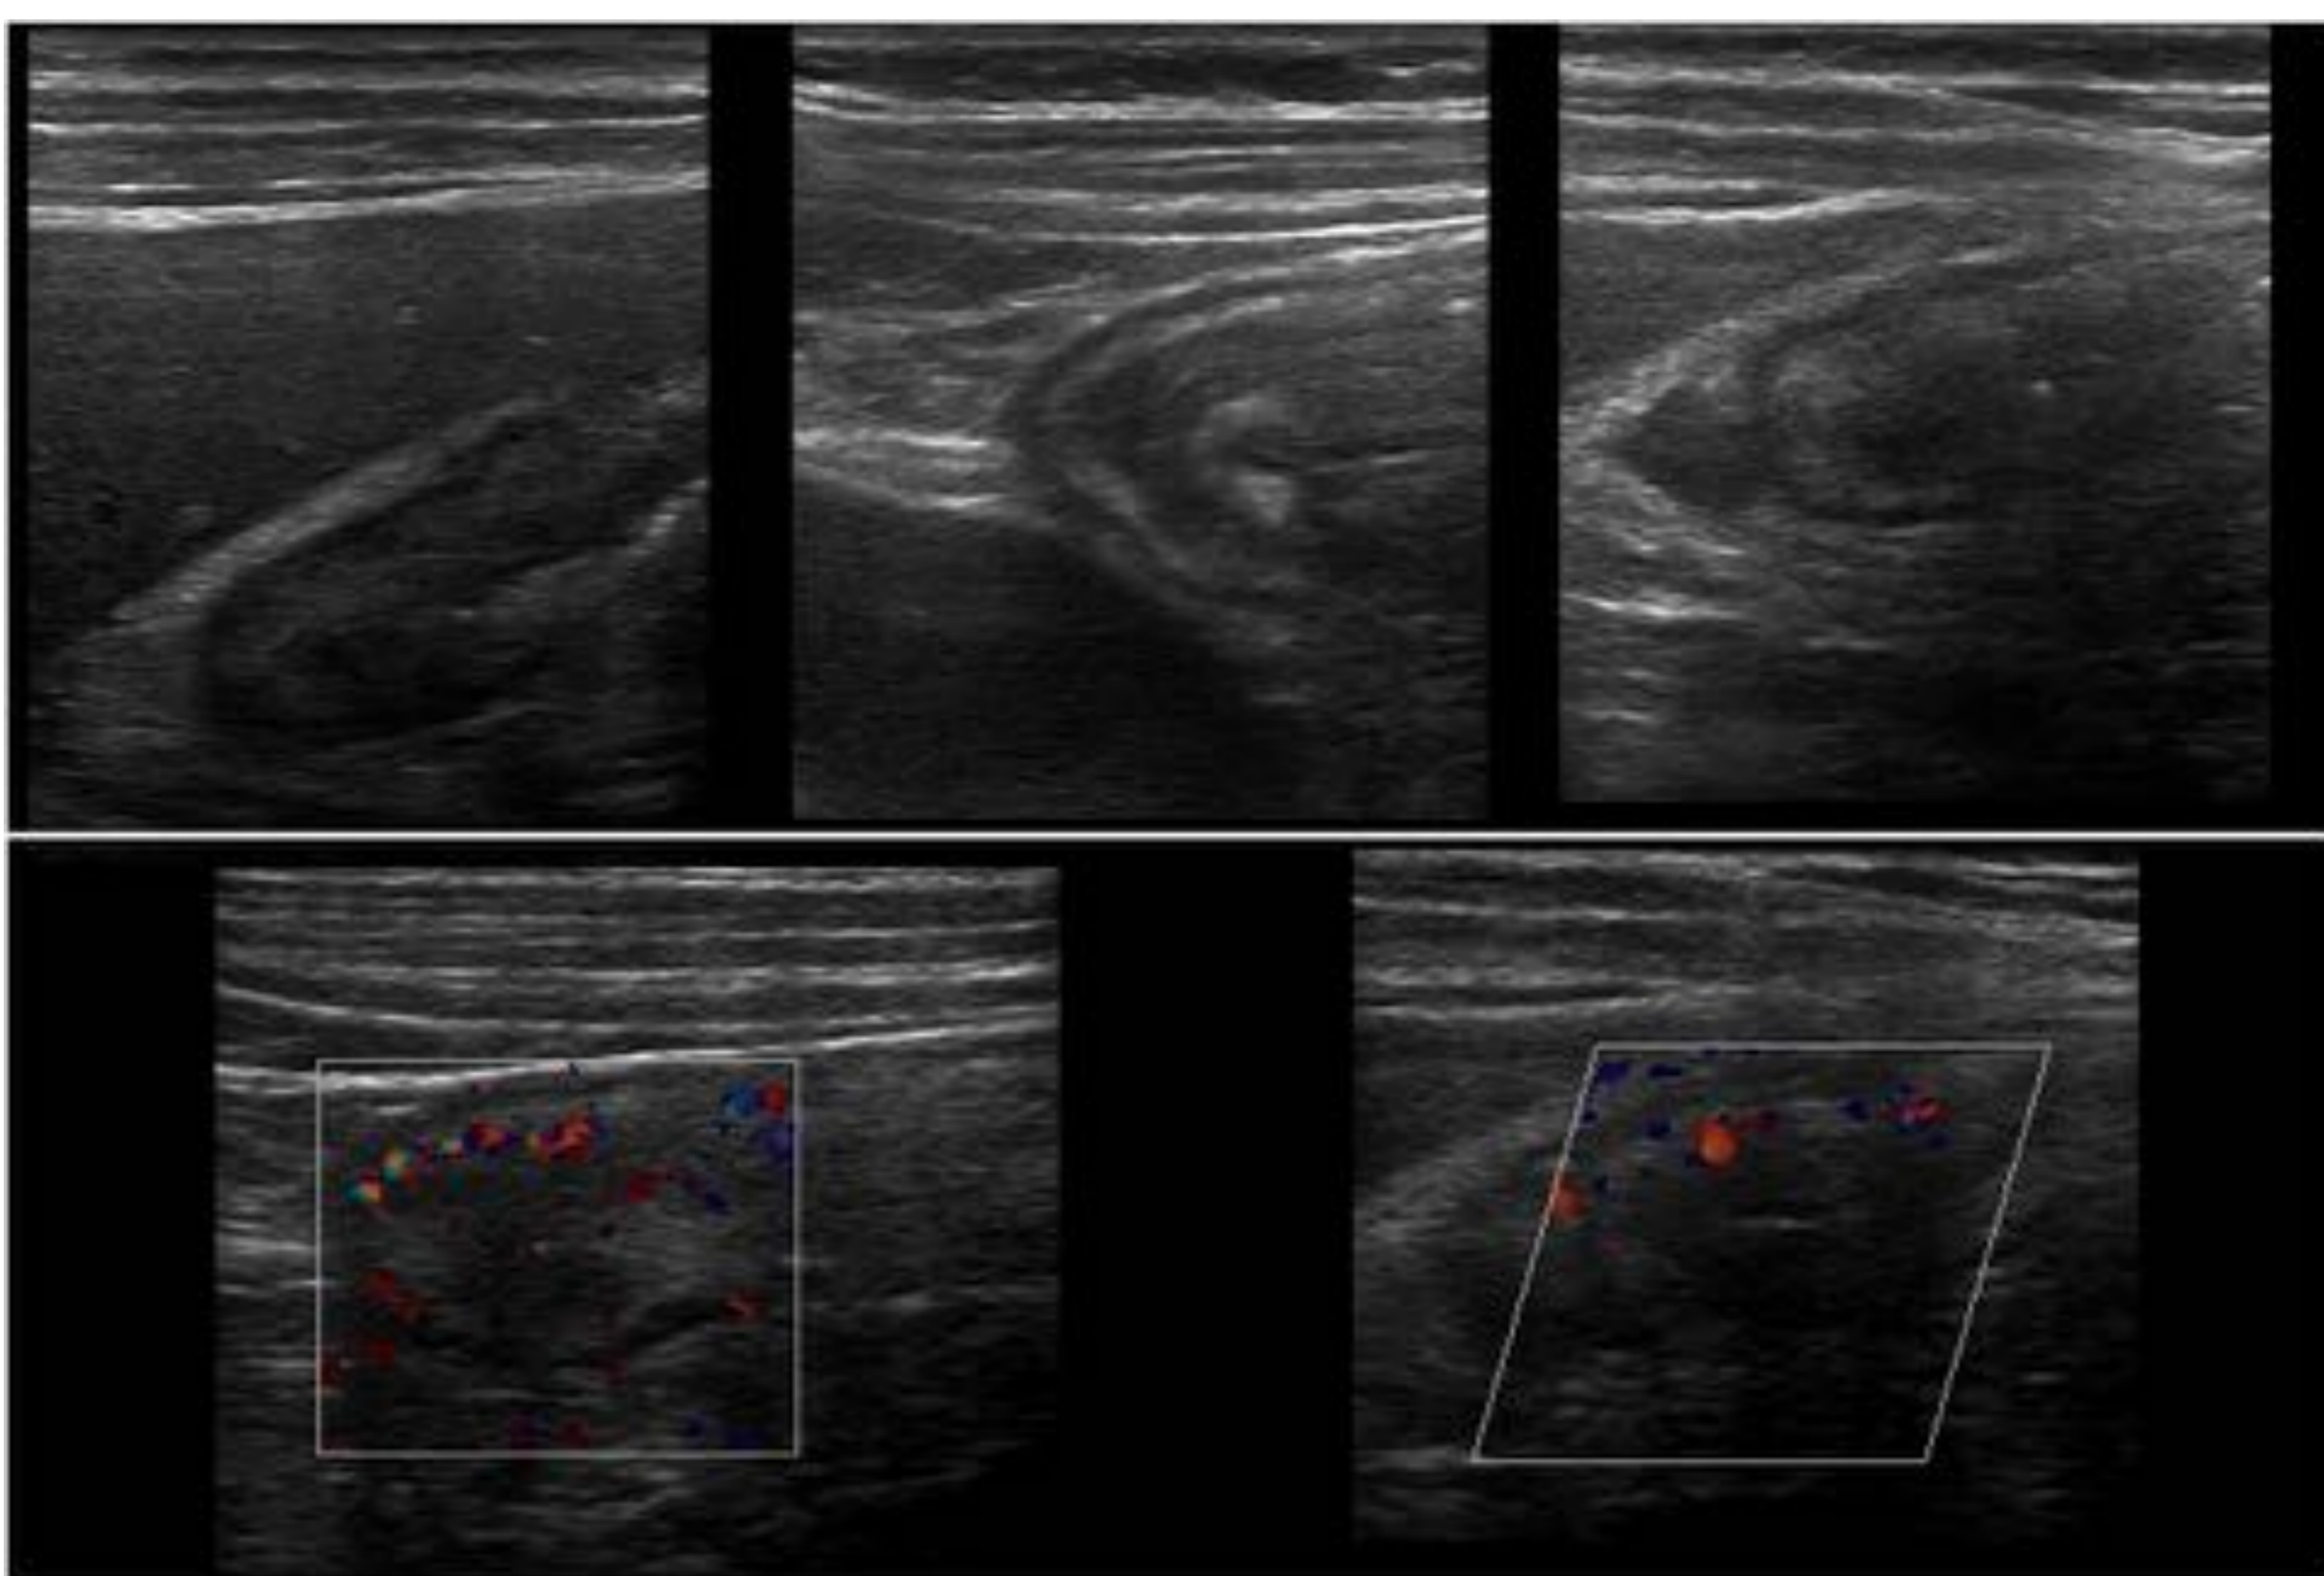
EICH con afectación abdominal. Paciente sometida a TPH que presenta fiebre persistente de 1 semana y dolor abdominal de 3 días de evolución. Ecografía abdominal (figura 30): Hepatomegalia con dilatación del colédoco (a,b). Engrosamiento parietal de asas de delgado y colon con hipoecogenicidad de la mucosa y cambios inflamatorios regionales (c,d). Líquido libre.
